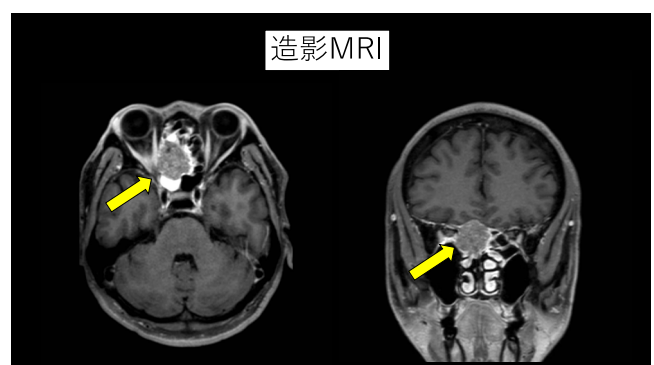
造影MRI所見(左：軸位断 右：冠状断) 腫瘍は鼻中隔および髄膜への浸潤を認め、左鼻腔まで突出を認めた。(矢印)
